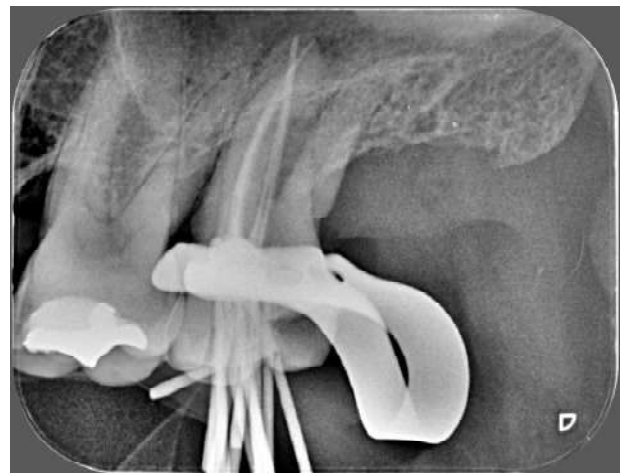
Radiografia obturométrica
